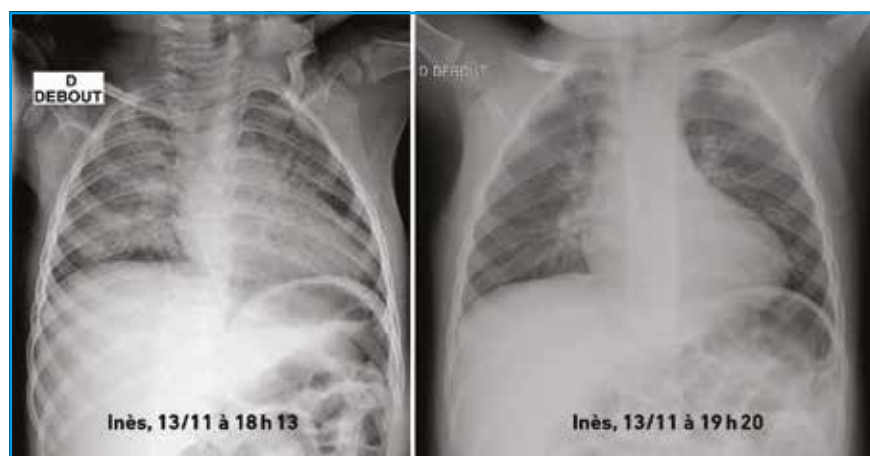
Radiographies du thorax de face d'une enfant de 16 mois qui consulte pour toux fébrile depuis 48 h, 39,2 °C. FR 32/min, FC 100/min. L'examen retrouve une auscultation pulmonaire normale chez une enfant eupnéique, sans signes de lutte respiratoire. Les clichés sont effectués le même jour à 1 h d'écart. Celui de gauche n'est pas bien de face et peu inspiré (6 espaces intercostaux) et laisse penser qu'il y a des opacités diffuses du poumon droit. Sur celui de droite, presque de face et mieux inspiré, les opacités hilaires correspondent au hile et pas à un foyer infectieux. Au niveau parenchymateux, il y a tout au plus un discret syndrome interstitiel d'allure virale.
